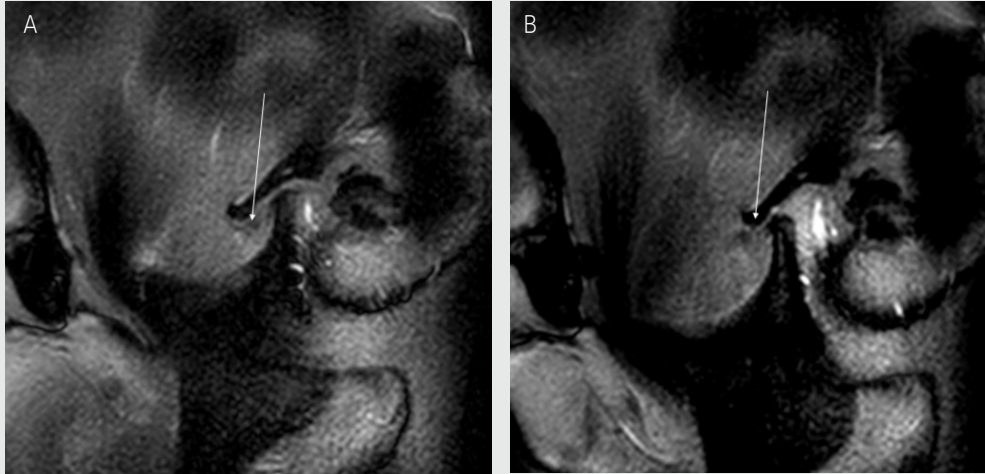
Disc displacement without reduction on MRI. A. In the close-mouth position, the articular disc is displaced anteriorly of the mandibular condyle. B. In the open-mouth position, the movement of the mandibular condyle is limited, and the articular disc is still positioned anterior to the mandibular condyle. Degenerative changes of the mandibular condyle are also observed.
